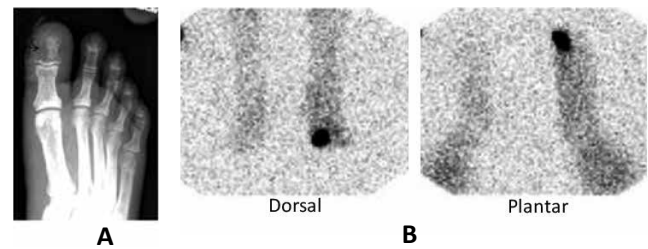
Sağ ayak baş parmağında osteomyelit: Üç fazlı kemik sintigrafisinde sağ ayak baş parmağında fokal hiperperfüzyon, fokal hiperemi ve kemikte fokal aktivite artışı dikkati çekmektedir. (Palestro CJ, Love C. Nuclear medicine and diabetic foot infections. Semin Nucl Med. 2009;39:52-65)
